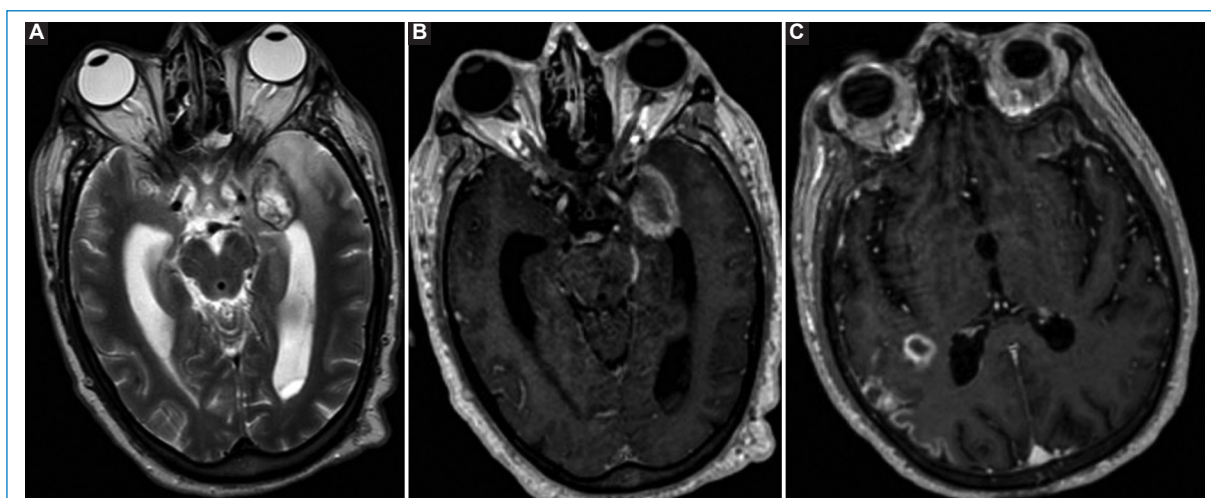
Tuberculoma en RM, cortes axiales. En la secuencia ponderada en T2 (A) se observa una lesión nodular en la región temporal izquierda, de señal hiperintensa central e hipointensa periférica, con leve edema circundante. En la secuencia ponderada en T1 con contraste (B y C) se observan dos lesiones con realce periférico temporal izquierdo y parietal derecho, con realce leptomeníngeo giriforme homolateral.
